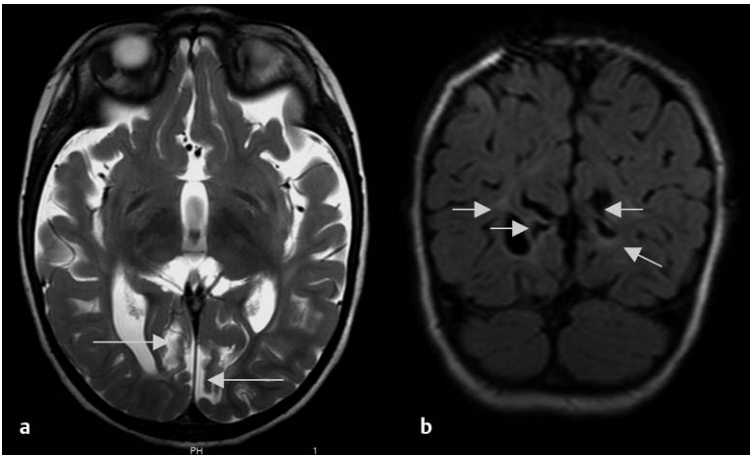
Kortiko-subkortikale Gliose, parasagittal und okzipital betont (Ulegyrie) und Hirnvolumenminderung, vermutlich nach neonataler Hypoglykämie. MRT-Bilder im Alter von 2 Jahren. Die Geburt erfolgte mit Dystrophie in der 36. SSW durch Kaiserschnitt wegen anhaltender Gestose. Das Kind benötigte postnatal intensivmedizinische Versorgung und war bei Entlassung nach Hause im Alter von 3 Wochen müde und hypoton. Die Epilepsie begann mit ca. 6 Monaten inform eines therapieschwierigen West-Syndroms. Das Kind hat eine eingeschränkte visuelle Funktion.
